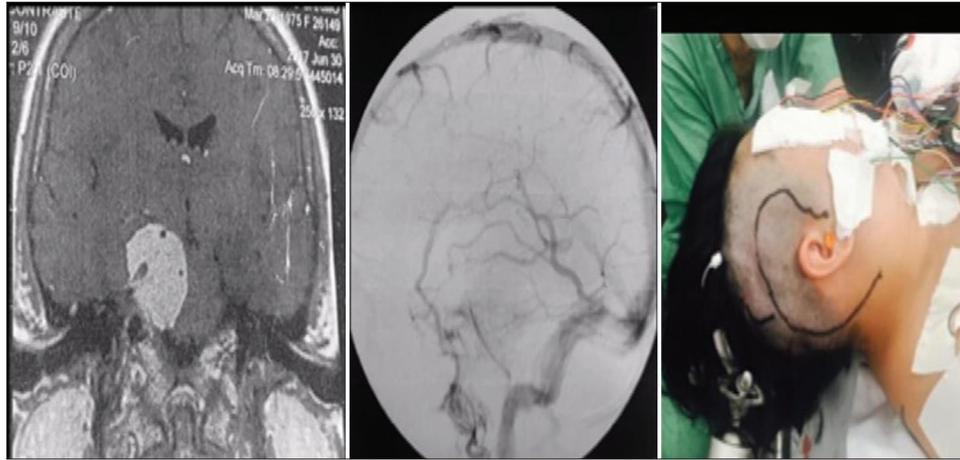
Resonancia magnética con gadolinio, corte coronal, que muestra un componente tumoral en la fosa posterior y en la fosa media. Caso ideal para el abordaje petroso (izquierda). Angiografía de fase venosa que muestra drenaje de la vena de Labbé en la unión del sigmoide con el transversal, sin contraindicar el abordaje petroso (centro). Incisión del abordaje petroso (también conocido como abordaje presigmoideo (supra/infratentorial) utilizado en este caso (derecha).
